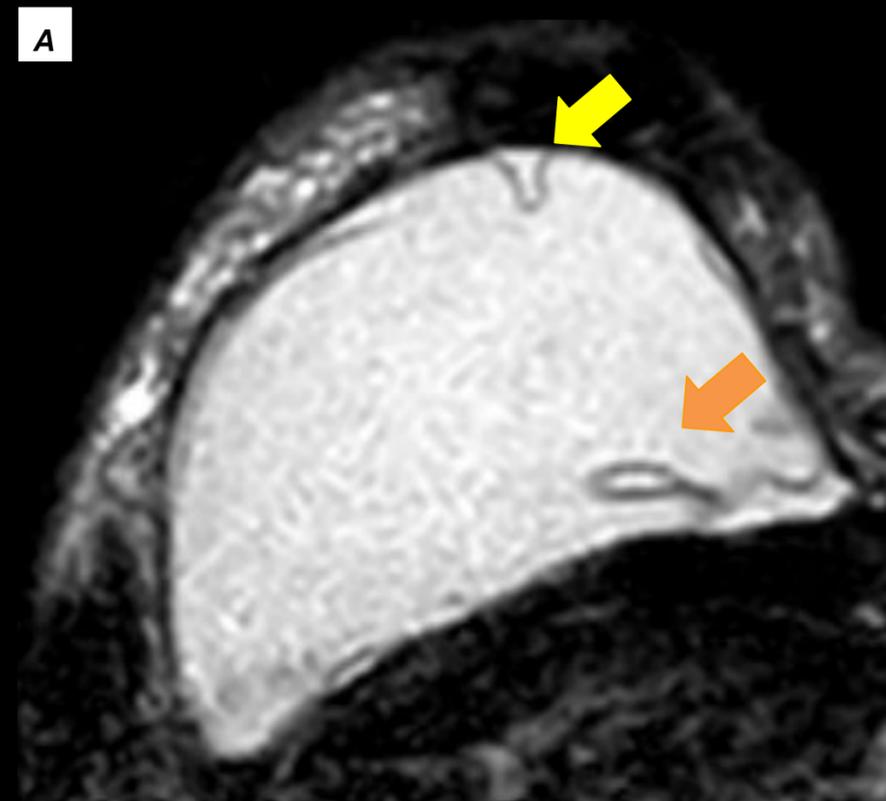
RM Silicona only y T2 donde se observa "signo de la lágrima" (flechas naranjas) y signo de la herradura (flechas amarillas) compatibles con signos de ruptura intracapsular de la misma.
